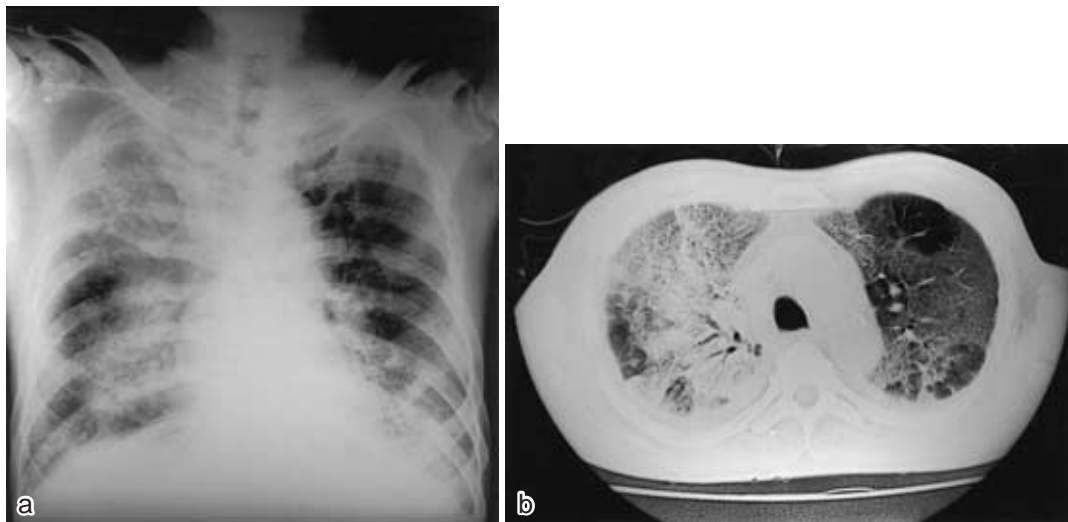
Chest radiograph and CT on December 5, 2001, showing ground-glass opacity in both lung fields.
